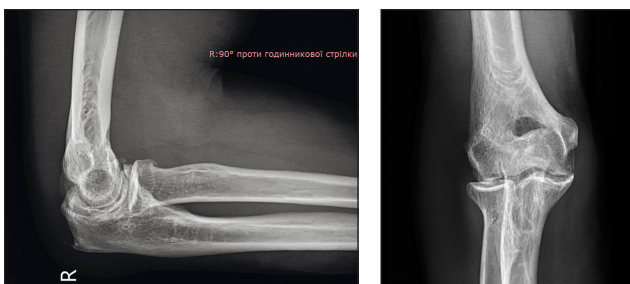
Рентгенограми ліктьового суглоба пацієнта Б. через 5 років після видалення кістково-хрящових тіл із порожнини ліктьового суглоба й артроскопічної мобілізації. Ознаки деформівного артрозу II стадії
